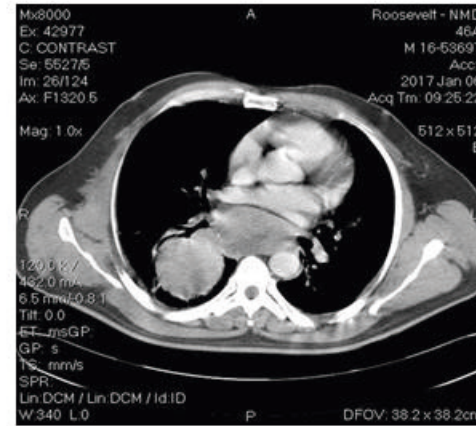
Tomografía de tórax, ventana a mediastino que muestra una masa hipodensa heterogénea con áreas de necrosis que se extiende desde mediastino posterior al lóbulo inferior derecho.
